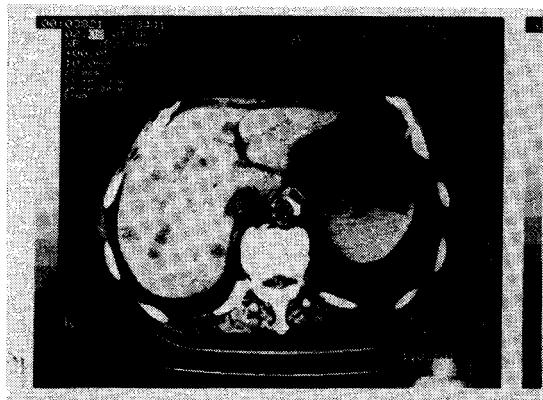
Abdominal CT on admission. (plane)
